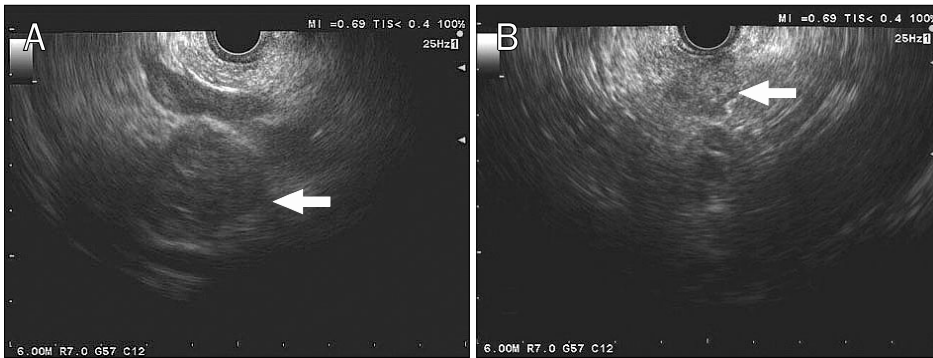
Endoscopic ultrasonography findings. Two well-delineated hypoechoic masses with cystic degeneration are noted in pancreas head (A) and body (B).
